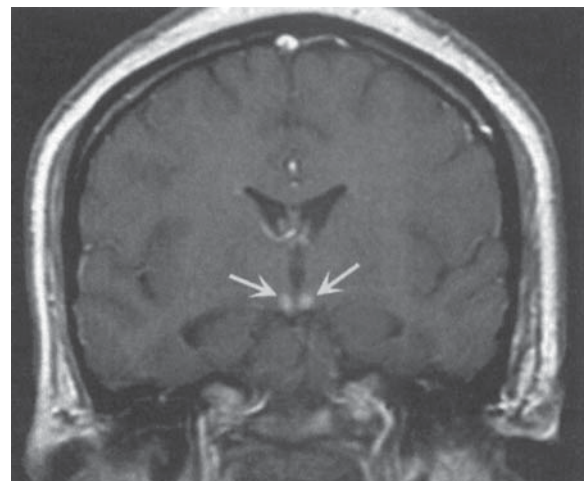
2 Boala Wernicke. RMN- T1, după administrare de substanță de contrast evidențiază mărirea anormală a corpilor mamilari (săgeți), tipică pentru encefalopatia Wernicke acută.
